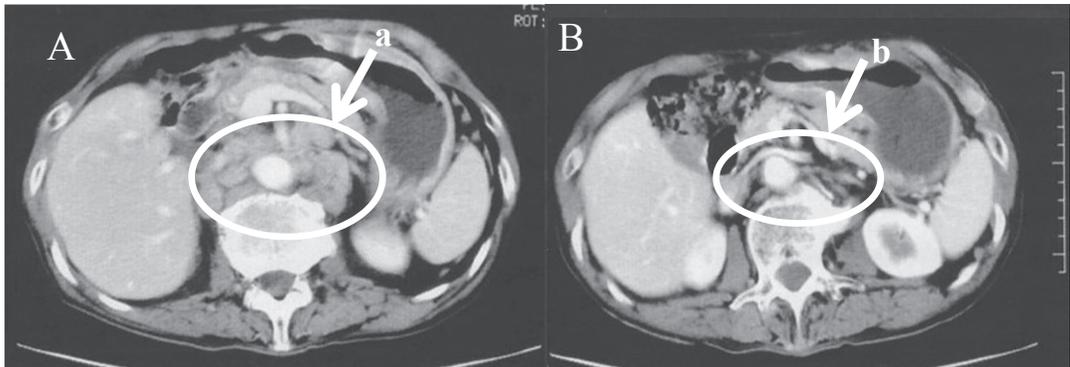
症例③ A: 化学療法前. CT; No16 転移 LN (a 矢印). B: 化学療法後. CT; No.16a2・b1 LN (b 矢印) 腫大無し. T4a, N0, P0, H0, M0.
